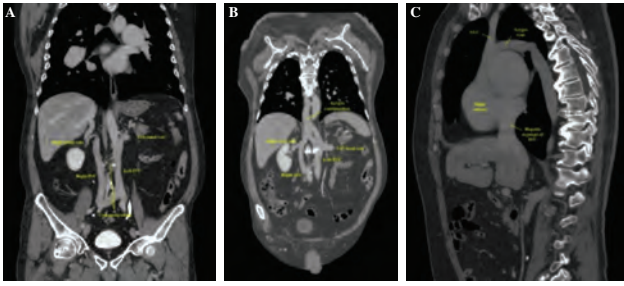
(A-C) Curved multiplanar reformatted computed tomography image.
